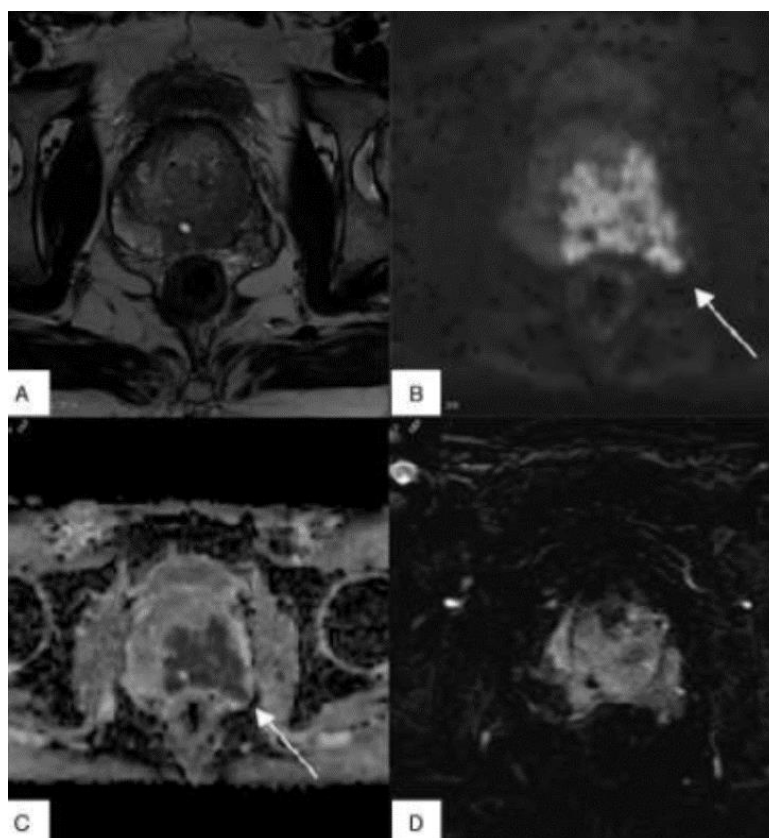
Secuencia T2 (A): se observa extensa hipointensidad que ocupa la zona periférica del lóbulo izquierdo y parte del derecho, así como gran parte de la zona transicional adyacente. Secuencia de difusión DWI (B) y secuencia ADCD (C) quemuestran una severa restricción a la difusión del agua. Puede observarse compromiso del plexo neurovascular izquierdo (flecha). (D) Secuencia dinámica tras la administración de gadolinio, donde se observa una captación precoz respecto al resto de la glándula. Fuente: Actas Urol Esp. 2016;40(6):339---352.
